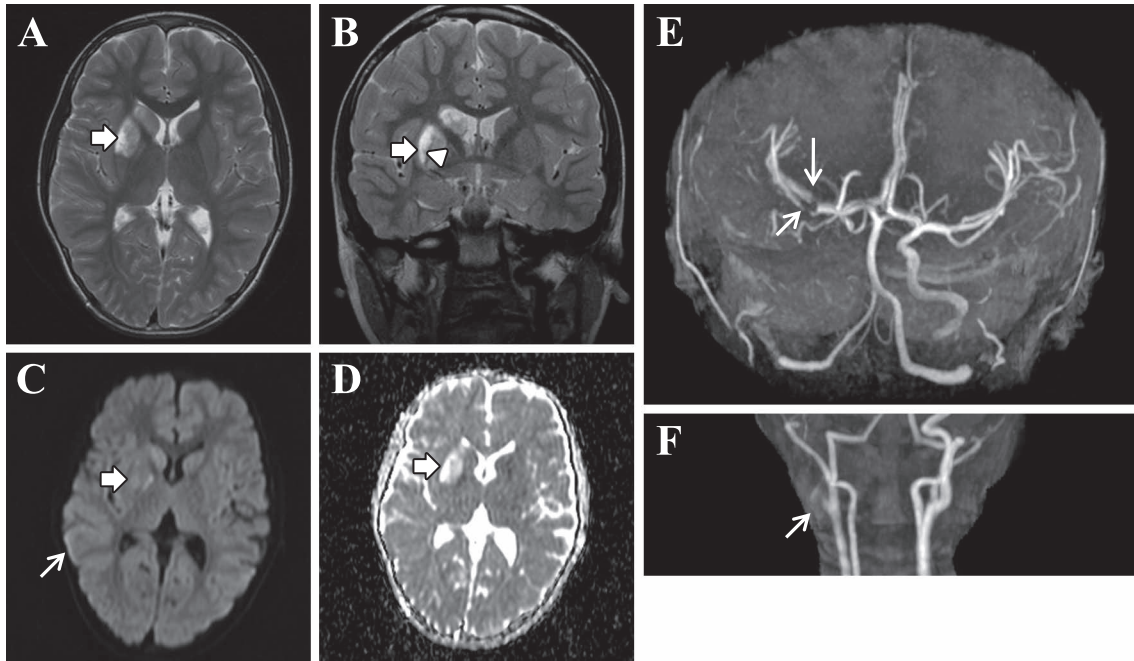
MRI and MRA of the patient on admission day.
